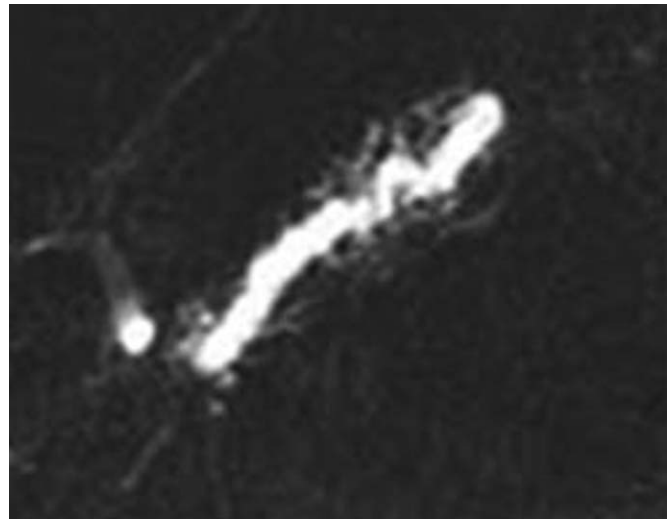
Diagnostic différentiel : adénocarcinome céphalique. IRM en coupes épaisses pondérées T2. La dilatation du canal de Wirsung s'interrompt brutalement sur un obstacle de la tête du pancréas. Il existe une dilatation modérée non kystique des canaux secondaires. L'aspect doit évoquer en premier lieu un adénocarcinome.
